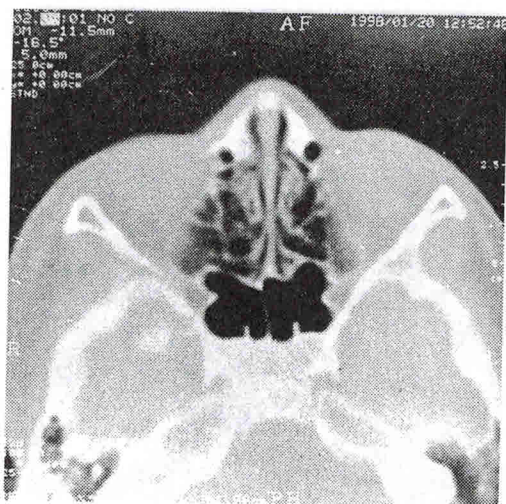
Компьютерная томограмма клиновидных пазух (аксиальная проекция) мальчика 4-х лет.
